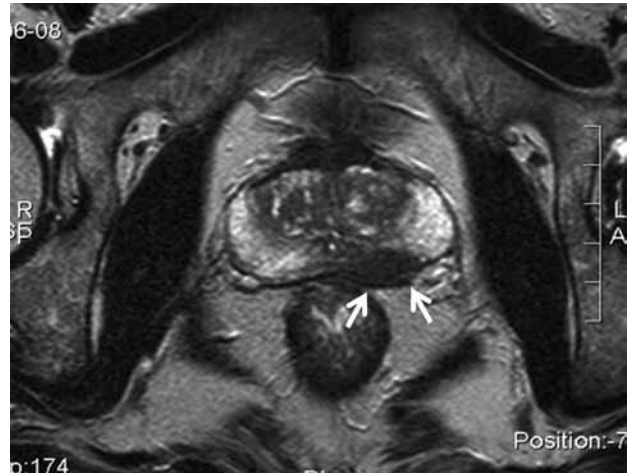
Magnetic resonance imaging finding of prostate cancer. T2 weighted axial image of 65-year-old man shows low signal intensity of left peripheral zone. Also note contour bulging of this lesion suggesting periprostatic invasion (arrows).
